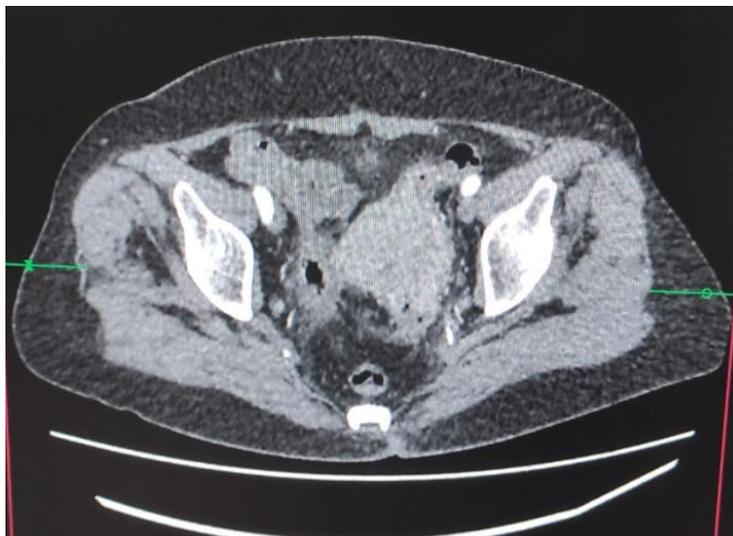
КТ картина перидивертикулярного инфильтрата.
